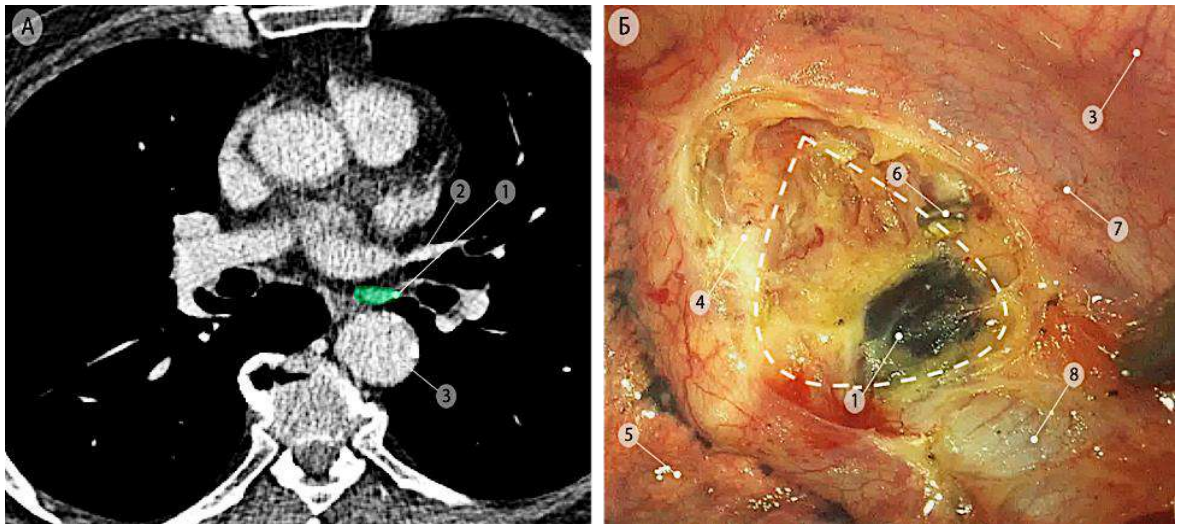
Левые задние корневые лимфоузлы (группа 10L), отмечены зелёным цветом. а – компьютерная томограмма (аксиальная проекция); б – интраоперационная эндоскопическая фотография, вид из левой плевральной полости на заднюю поверхность корня левого лёгкого. Пунктирной линией показаны границы удаления блока узлов с окружающей задней корневой клетчаткой. 1 – задние корневые лимфоузлы левого лёгкого (группа 10L); 2 – верхняя левая лёгочная вена; 3 – нисходящая часть аорты; 4 – левый главный бронх; 5 – нижняя доля левого лёгкого; 6 – клипированная левая бронхиальная артерия; 7 – пищевод; 8 – задняя стенка перикарда
